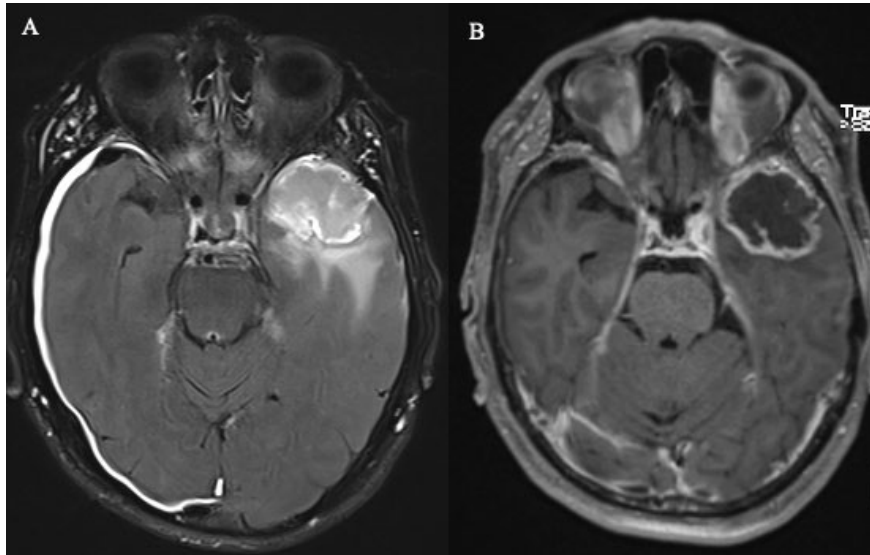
IRM du patient 3 : glioblastome temporal gauche grade OMS 4
